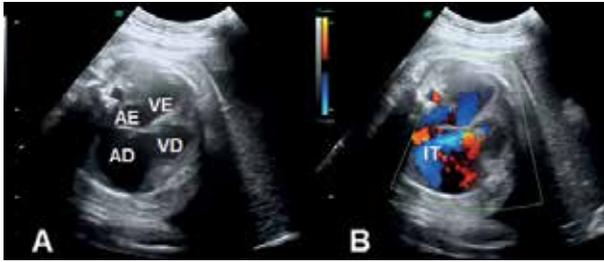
Imagem de ecocardiograma fetal revelando cardiomegalia com dilatação das cavidades direitas (AD e VD) (A). Doppler com evidência de insuficiência tricúspide (IT) severa (B).
